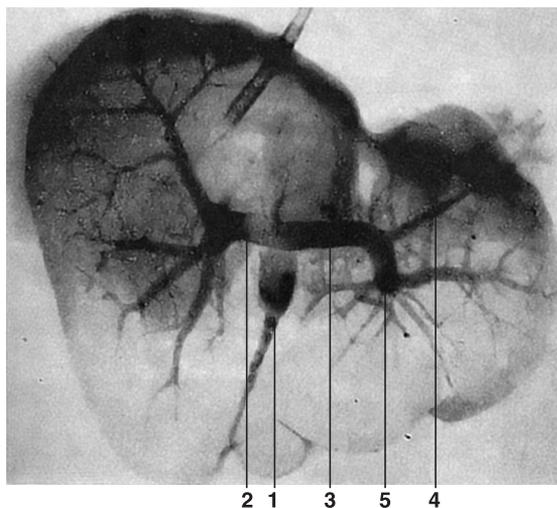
Рентгенограмма воротного разветвления. Контрастное вещество введено через катетер в воротную вену. Другой катетер фиксирован в полой вене для его последующего использования при венографии печени. 1 — ствол воротной вены; 2 — правая ветвь воротной вены; 3 — левая ветвь воротной вены; 4 — recessus umbilicalis; 5 — левая латеральная вена
